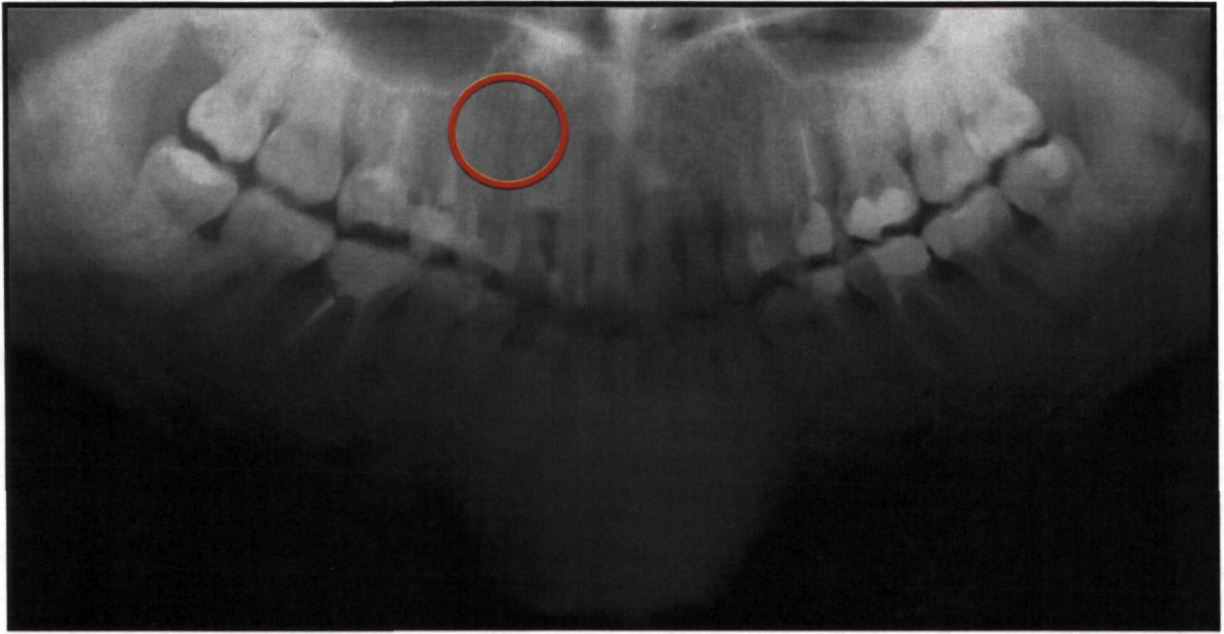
Та же больная. Отпечаток рентгенограммы через 12 месяцев после операции
